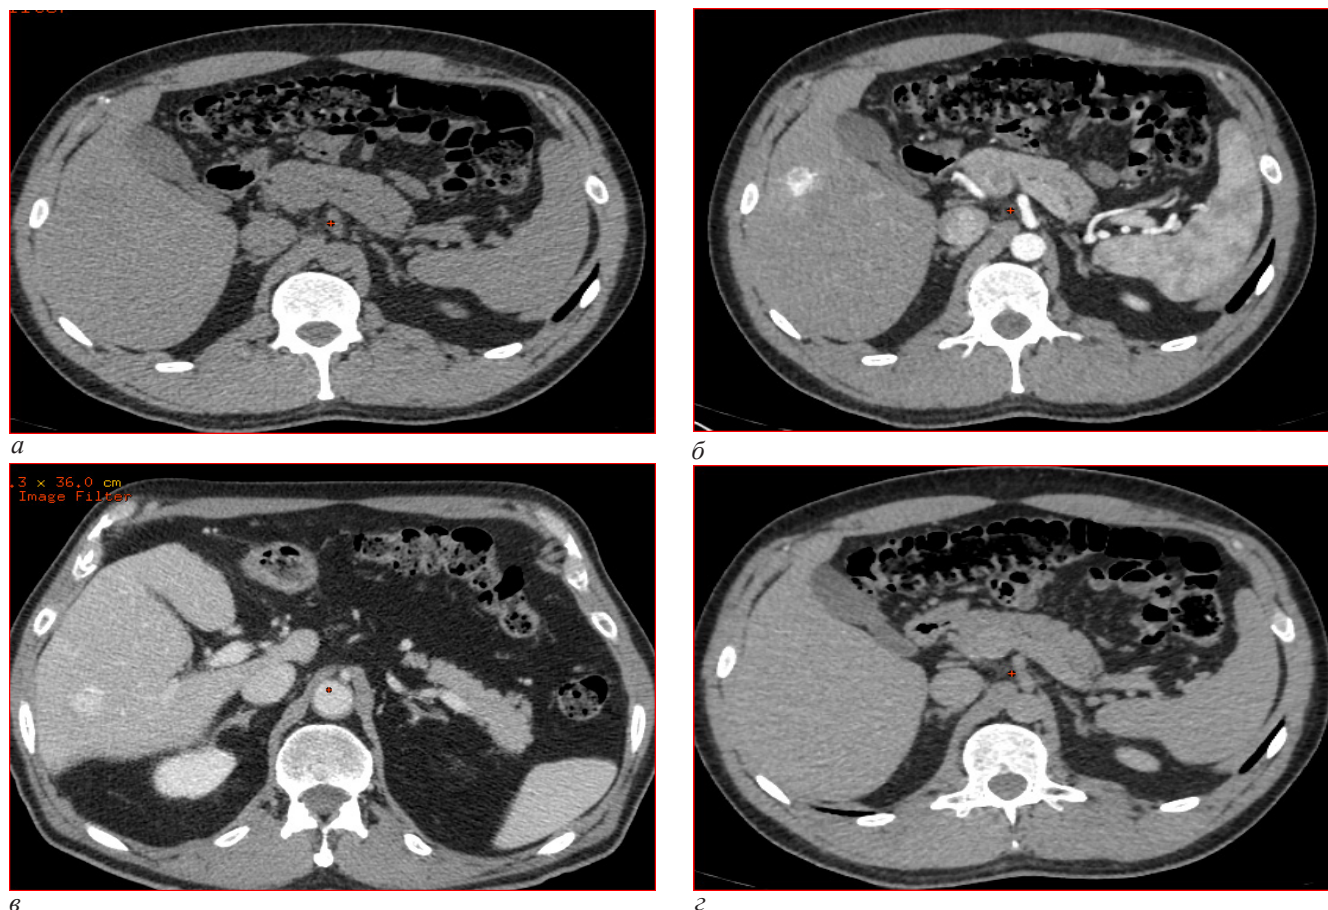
Лучевые признаки контрастирования гемангиом печени при многофазной компьютерной томографии с контрастным усилением: а – нативное исследование; б – артериальная фаза; в – венозная фаза; г – отсроченное сканирование. Показано характерное заполнение контрастом от периферии к центру, при этом в отсроченную фазу определяется практически полное выравнивание плотностных характеристик гемангиомы и паренхимы печени
